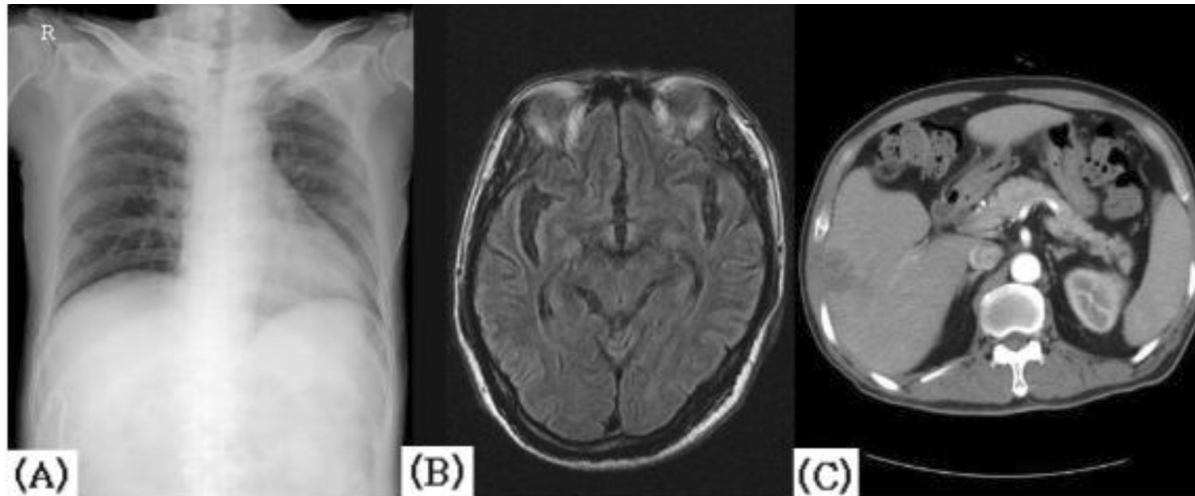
Imaging studies just before discharge on 45 th hospital day. (A) Chest PA shows no more active lesion in both lung field, (B) Brain MR reveals improvement of previous abscess, (C) Abdomen CT shows marked decreased size of previous abscess (10 cm $\times$ 3.5 cm) in liver.
